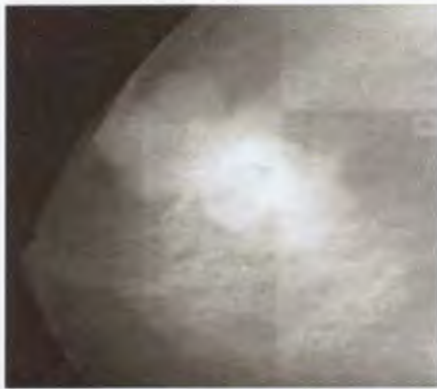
Рентгенологическая картина РМЖ.
